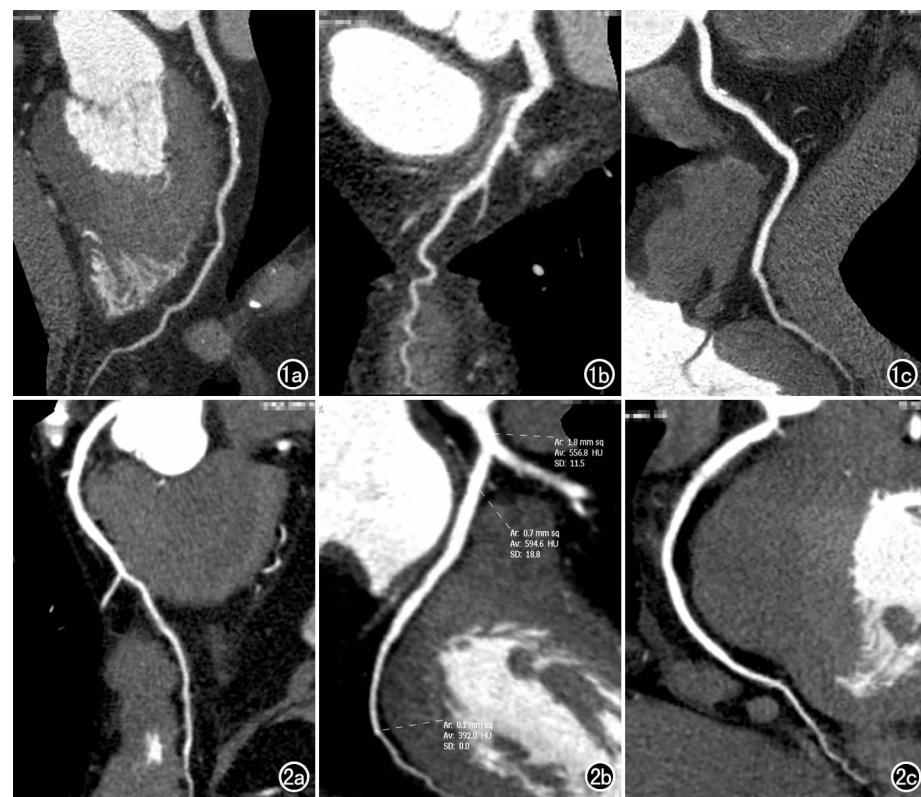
A 组注射方案 CTA 图像,注射流率 4.5ml/s,对比剂总量 38mL。a) 左前降支曲面重组图像; b) 左回旋支(箭)LCX 曲面重组图像; c) 右冠状动脉曲面重组图像。
